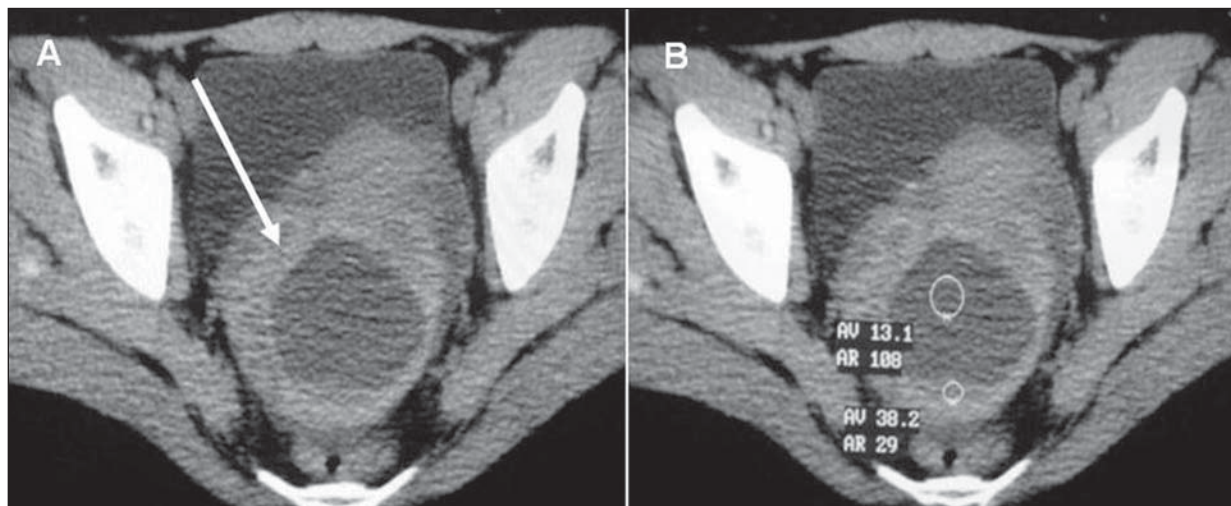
Torção de ovário. Cortes axiais de TC da pelve sem injeção do meio de contraste. O ovário apresenta-se com dimensões aumentadas e localizado na região retrouterina (seta em A). É claramente demonstrado o fator que determinou a torção, sendo um cisto com conteúdo hemorrágico, caracterizado pela presença de nível líquido internamente (medidas de densidade em B) e pelos contornos irregulares e bordas espessadas.
